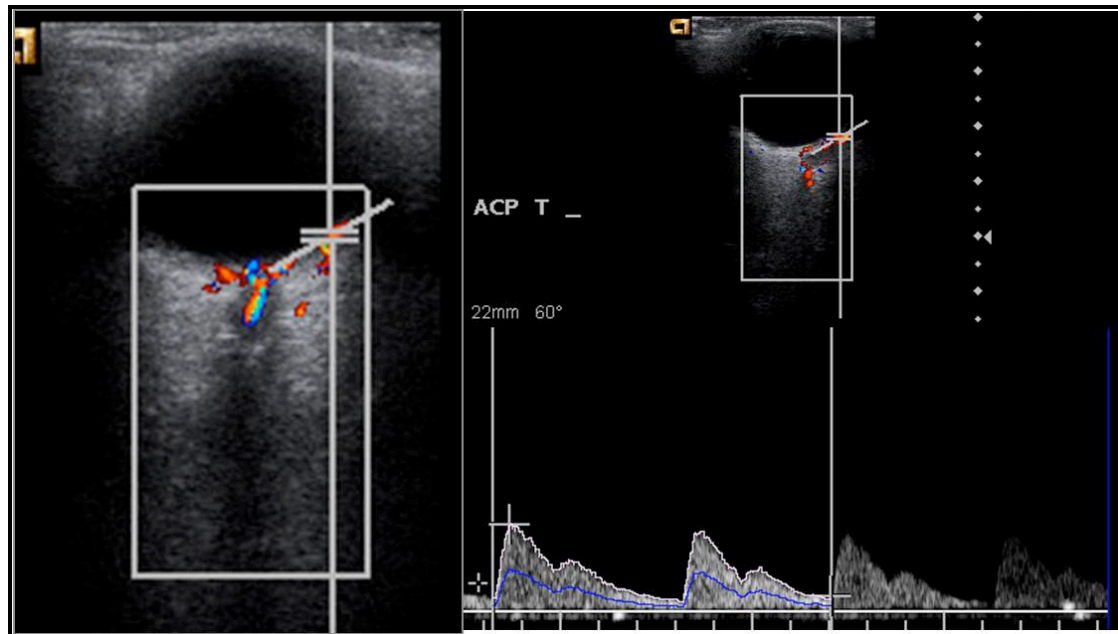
Registro espectral de las Arterias Ciliares Posteriores Cortas (ACPC). En la parte izquierda de la figura se aprecia la imagen Doppler color del ojo izquierdo (OI) de un paciente del estudio, identificando lateralmente al nervio óptico y los vasos centrales de la retina un conjunto de vasos correspondientes a las ACPC temporales. Sobre ellas se identifica el volumen muestral con un ángulo de Doppler corregido a 60 grados. En la parte derecha de la figura se aprecia la representación del espectro velocimétrico de éstas, con una onda de resistencia intermedia, con un pico sistólico no muy afilado y una velocidad moderada durante la diástole.
